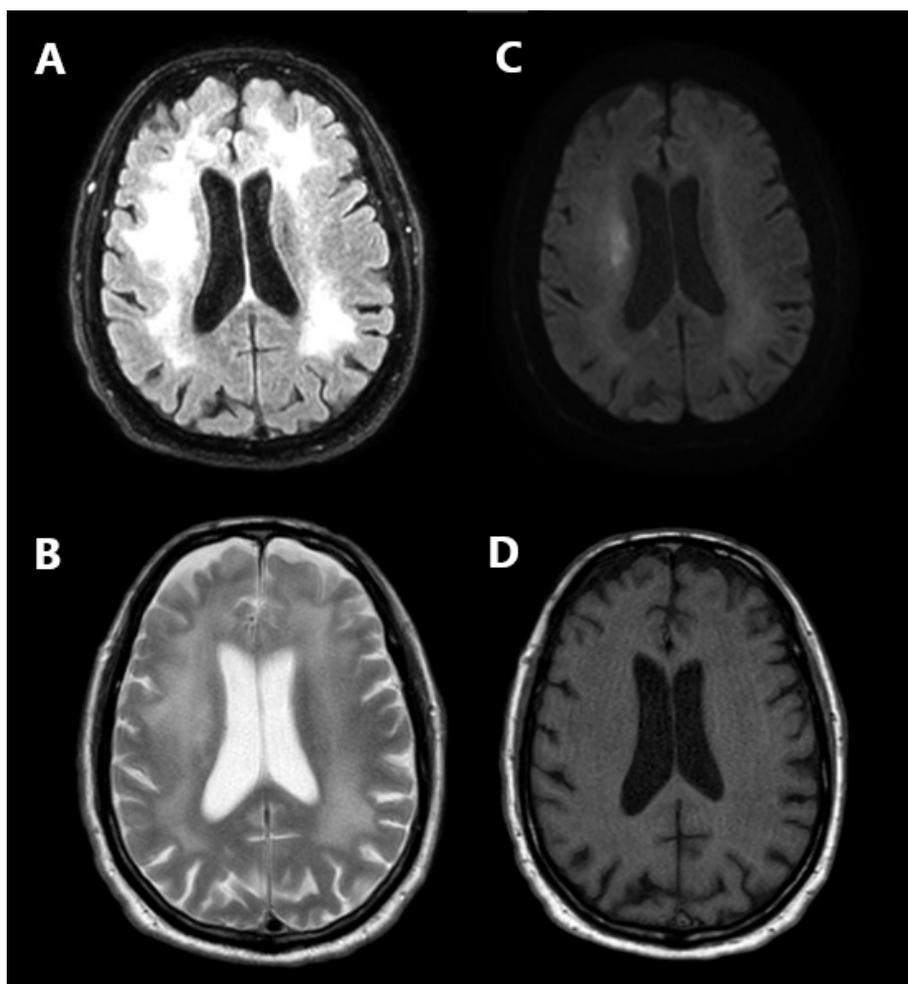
Resonancia magnética craneoencefálica. Cortes axiales en *fluid-attenuated inversion recovery* (FLAIR) (A), T2 (B), difusión (C) y T1 (D). En T2 y FLAIR se observa hiperintensidad difusa a nivel de sustancia blanca bilateral, con discreta restricción de la difusión hídrica, más marcada a nivel de *corona radiata* derecha.
